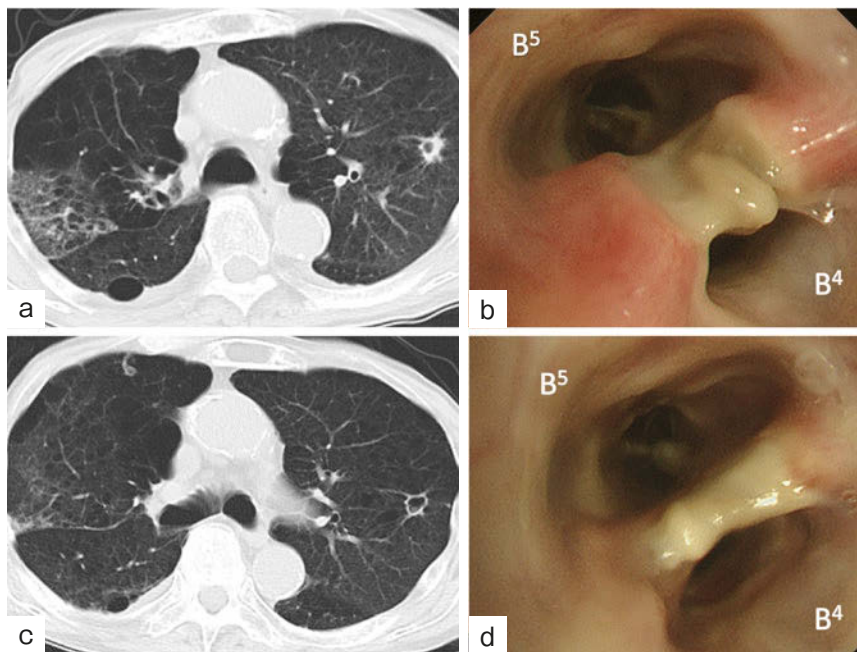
CT and bronchoscopy images. (a, b) Six days after hospitalization, chest CT revealed worsening of diffuse GGO and cavitating nodules. Bronchoscopy revealed necrosis and swelling of the surrounding epithelium in the bronchial wall at the right middle lobe bifurcation. (c, d) Two weeks after treatment, both CT and bronchoscopic findings showed improvement.
